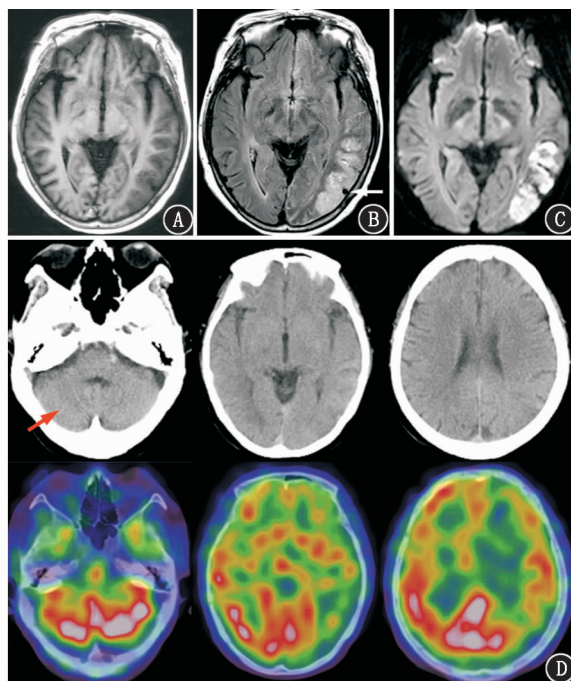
增殖性脑血管病(CPA)患者(女,62岁)影像学检查图。A. MRI T₁加权成像(WI)示左颞叶、枕叶低信号,局部脑表面可见点状、线样高信号;B. MRI T₂液体衰减反转恢复(FLAIR)序列成像示左颞叶、枕叶斑片状高信号,局部脑表面见点状、线样高信号(“常春藤”征),并可见粗大血管流空信号(箭头示);C. MRI弥散加权成像(DWI)($b=1\ 000\ \text{s}/\text{mm}^2$)示左颞叶、枕叶皮质片状高信号;D. ⁹⁹Tc^m-双半胱氨酸二酯(ECD)SPECT/CT显像中CT(上排图)示脑实质无明显异常密度减低区(箭头示),SPECT/CT图像(下排图)示左额叶、颞叶、顶叶及枕叶脑血流灌注减低,右小脑半球血流灌注减低
